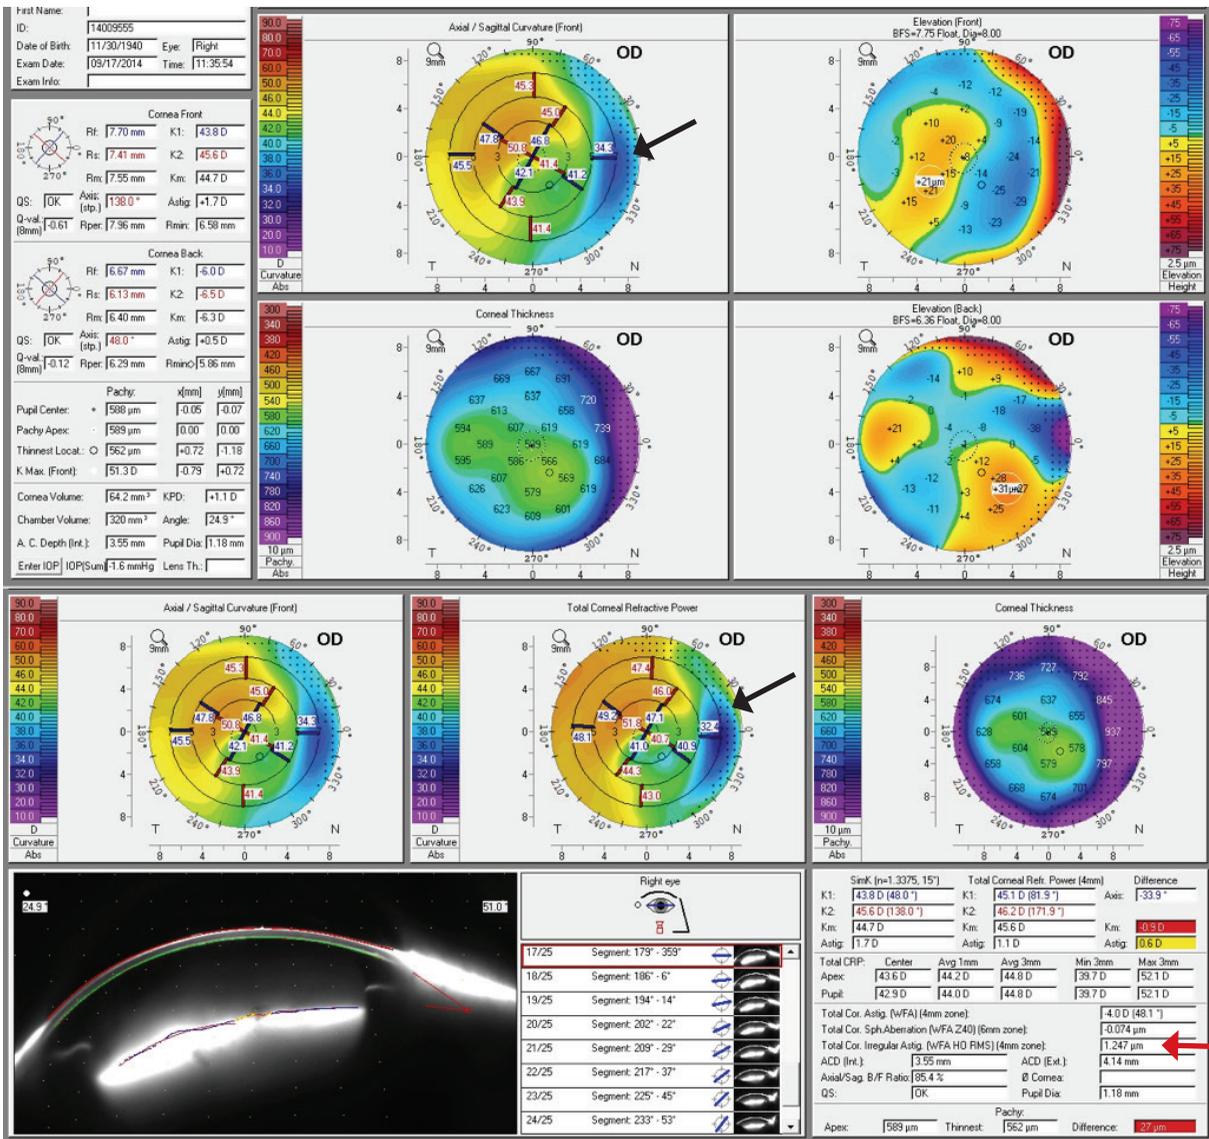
Imagem de topo e tomografia da córnea revelando aplanamento setorial (seta preta) e significativa irregularidade (seta vermelha).
